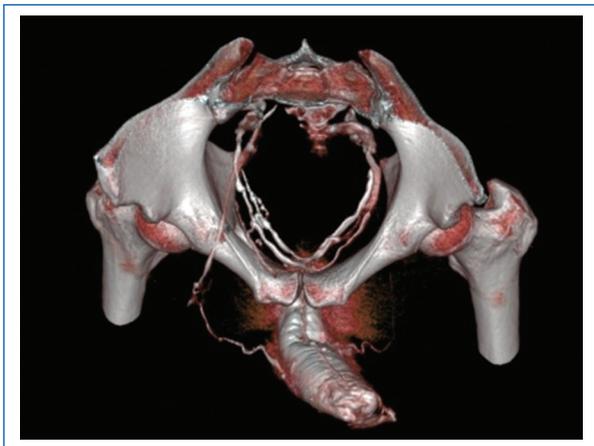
Cavernosografía por tomografía computarizada en la cual se observa una erección adecuada del paciente con visualización de fugas en el sistema venoso superficial y profundo, siendo categorizado como una fuga tipo D.
